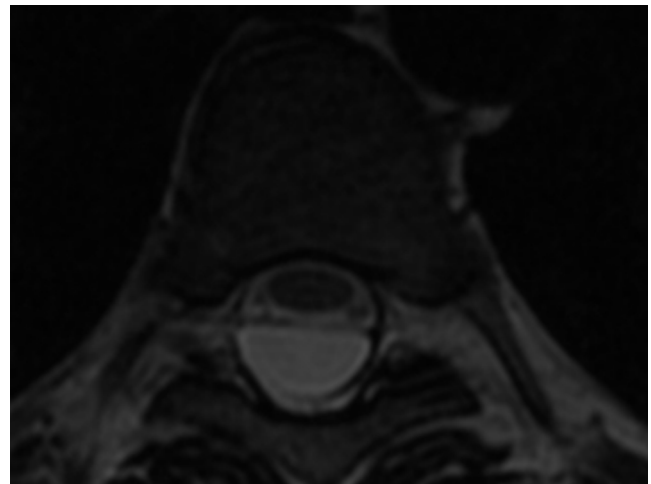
RM dorsal, plano axial, quiste aracnoideo extradural.
